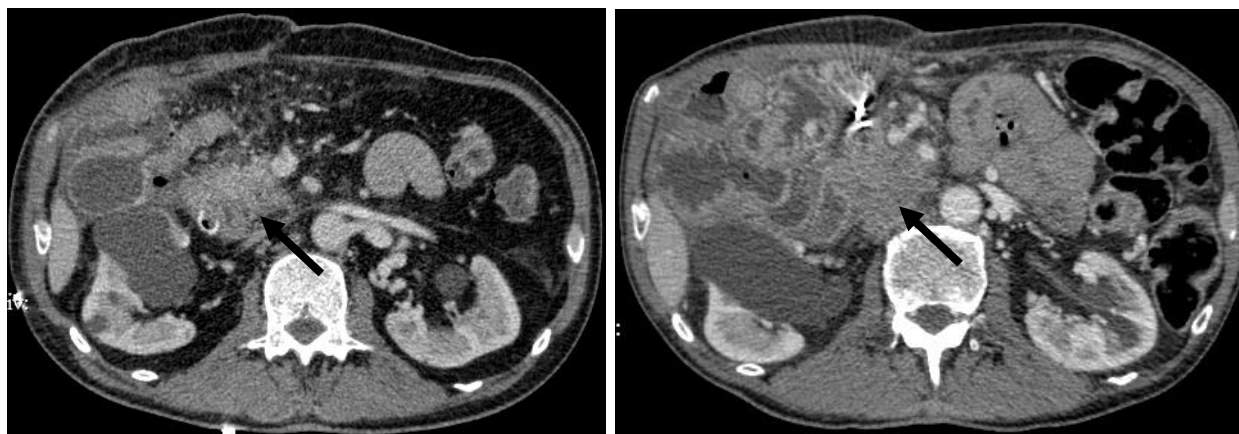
Пациент Ш., 63 лет. Прогрессия заболевания после комбинированного лечения – криоабляции опухоли + холецистоэнтеростомии и гастроэнтеростомии на петле тонкой кишки, выключенной по Брауну + ТАХЭ + полихимиотерапии (2 курса 5-фторурацила + лейковорина + оксалиплатина). А. МСКТ органов брюшной полости спустя 2 месяца после криоабляции опухоли ПЖ размерами 20*25 мм. Б. МСКТ органов брюшной полости спустя 6 месяцев после криоабляции опухоли головки ПЖ и 3 месяца после ТАХЭ. Размеры опухолевого инфильтрата 45*50 мм.
